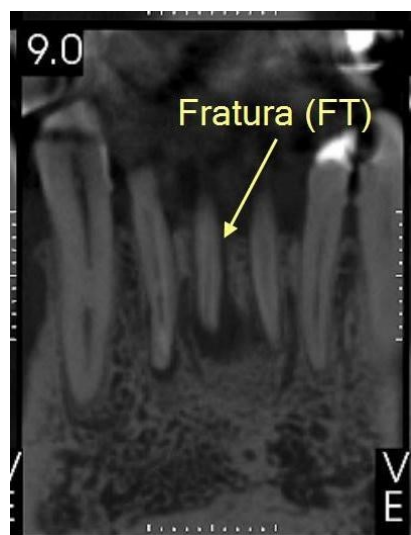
Tomografia corte coronal
